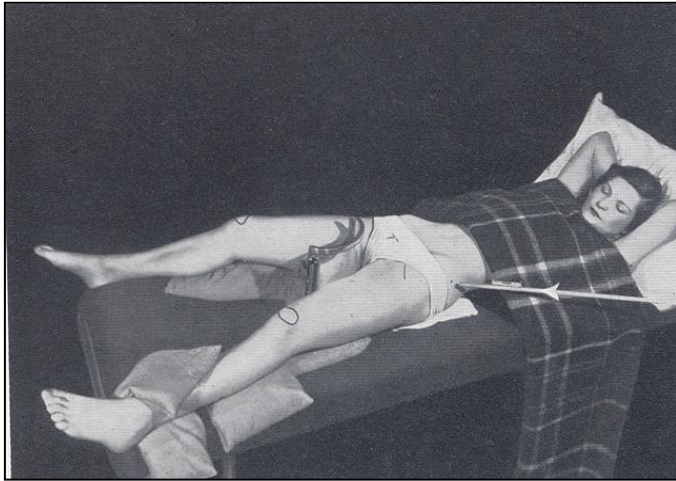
CLARK, K. C. *Positioning in Radiography*. 1939.
